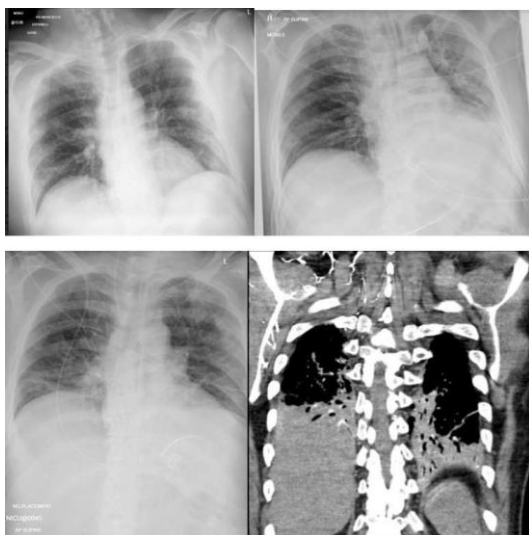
Radiografias torácicas representativas de um indivíduo infetado pelo Sars-Cov-2, na admissão (superior esquerda), ao terceiro dia de doença (superior direita) e ao sétimo dia de doença (inferior esquerda). TC torácica de um indivíduo infetado pelo Sars-Cov-2 ao sétimo dia de doença (inferior direita) (Webb et al., 2020).
